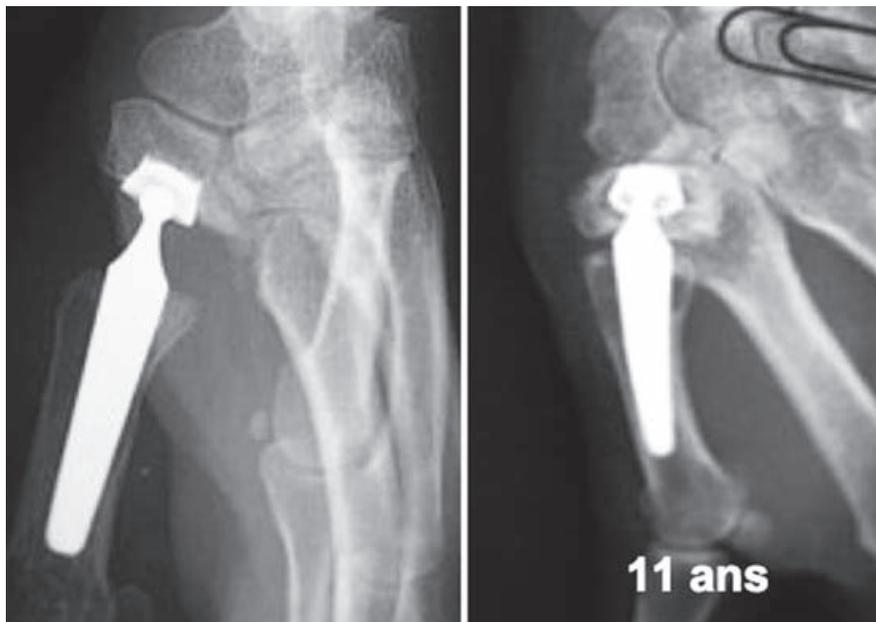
Suivi radiographique d'une arthroplastie totale. Cliché initial et cliché à 11 ans montrant une usure du polyéthylène avec descellement bipolaire et enfoncement dans le trapèze.
